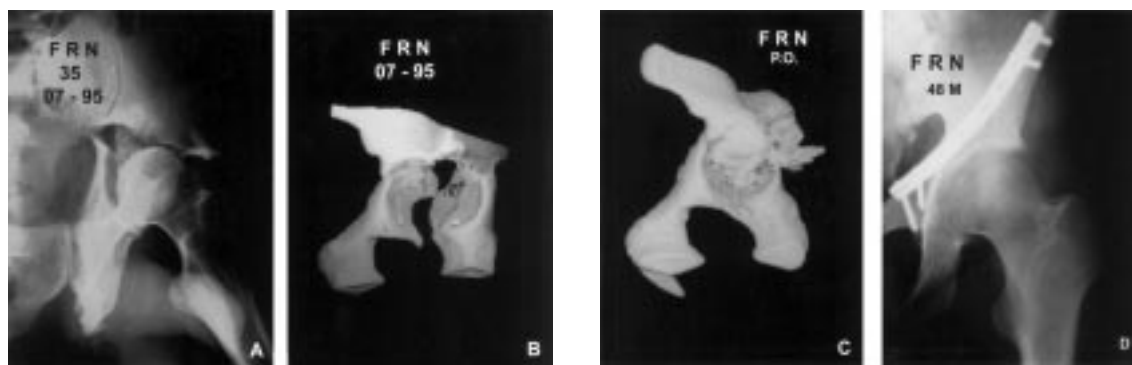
(A) Fractura de acetábulo con compromiso de ambas columnas. (B) Imagen preoperatoria por reconstrucción tridimensional de TAC. (C) TAC postoperatoria. Fijación interna con placa y tornillos. (D) Control radiológico a los 48 meses.
